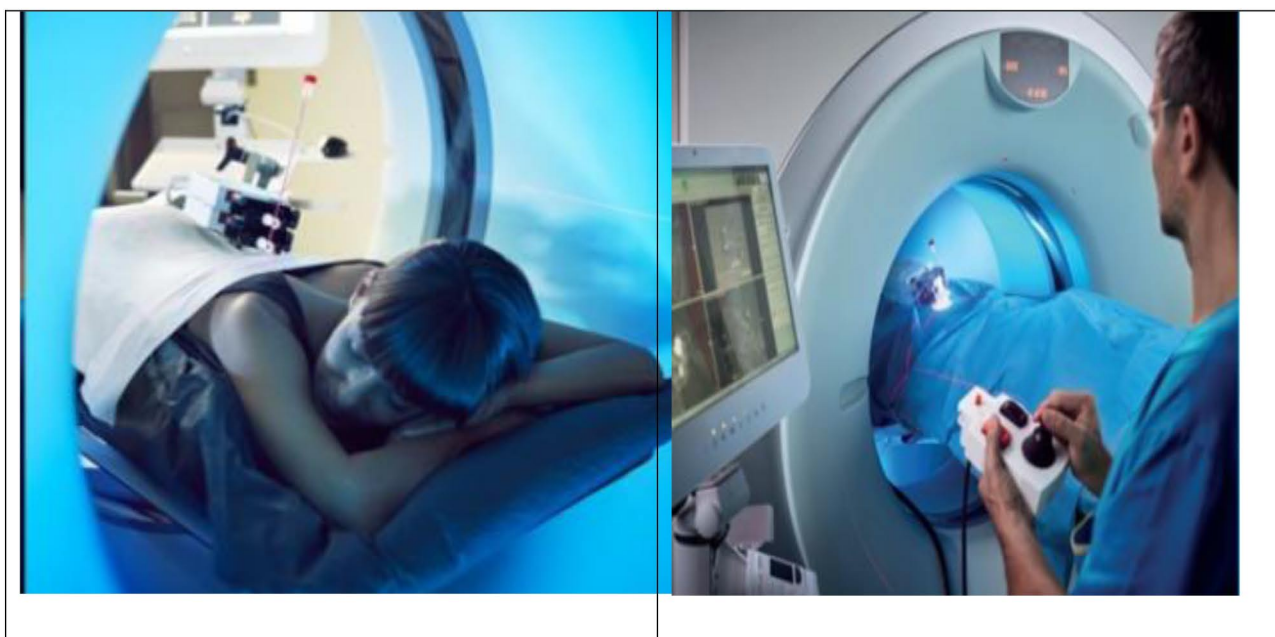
представлены роботизированные модели для пункционных методов диагностики и лечения при УЗ и КТ навигации
